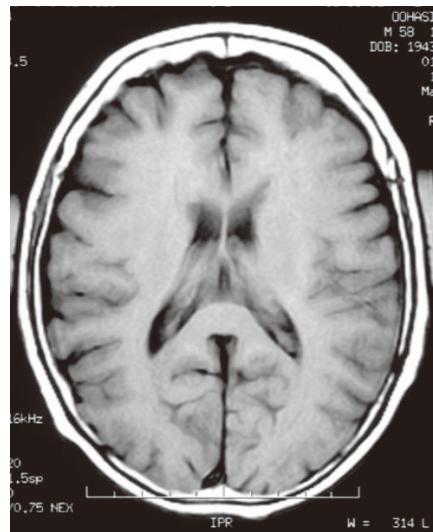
T1-weighted brain (horizontal section) image
